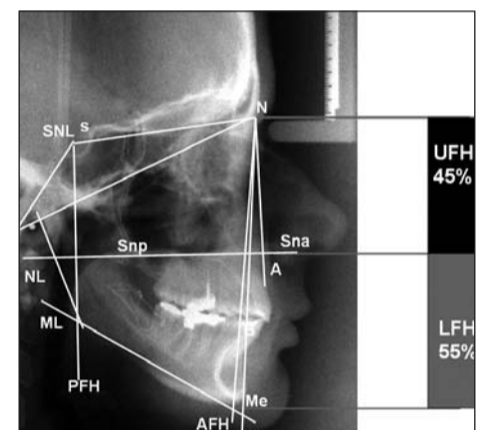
Fernröntgenaufnahme: Harmonische Relation im Weichteilprofil zwischen Ober- und Untergesicht sowie den skelettalen Strukturen in der Sagittalen und Vertikalen.
